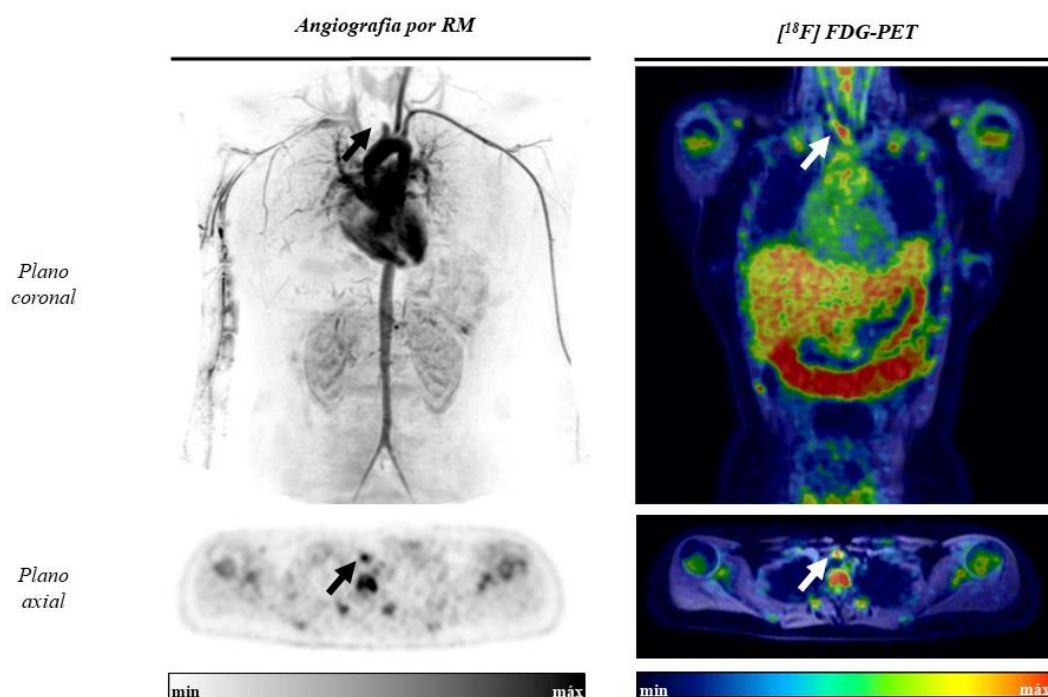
Caso ilustrativo de um exame de ^{18}F FDG-PET/MRI positivo de uma paciente com 17 anos de idade no período PRÉ. Esquerda: Angioressonância da aorta e seus ramos após administração intravenosa de gadolínio. As setas indicam uma oclusão na terceira porção do tronco braquiocefálico. Direita: Exame de ^{18}F FDG-PET/MRI revelando inflamação arterial no tronco braquiocefálico de grau III ($\text{SUV}_{\text{máx}} = 2,38$).
